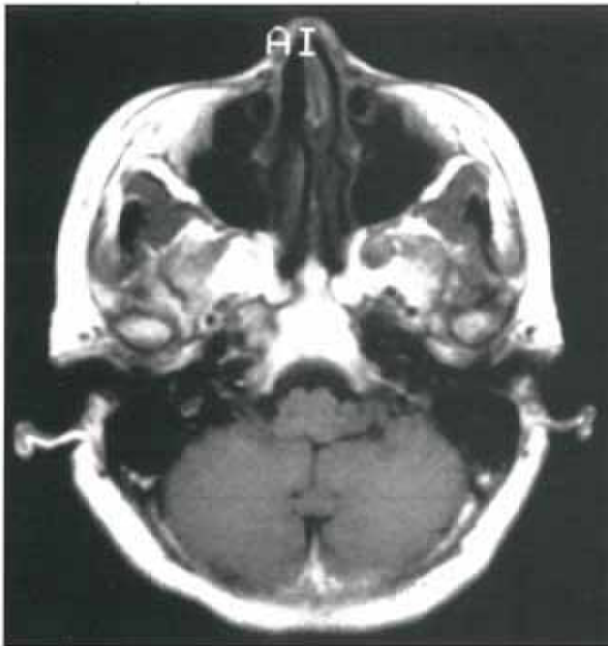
MR axial T1-weighted image. The tumor is seen as a low- to iso-intensity area on T1-weighted MR imaging.
